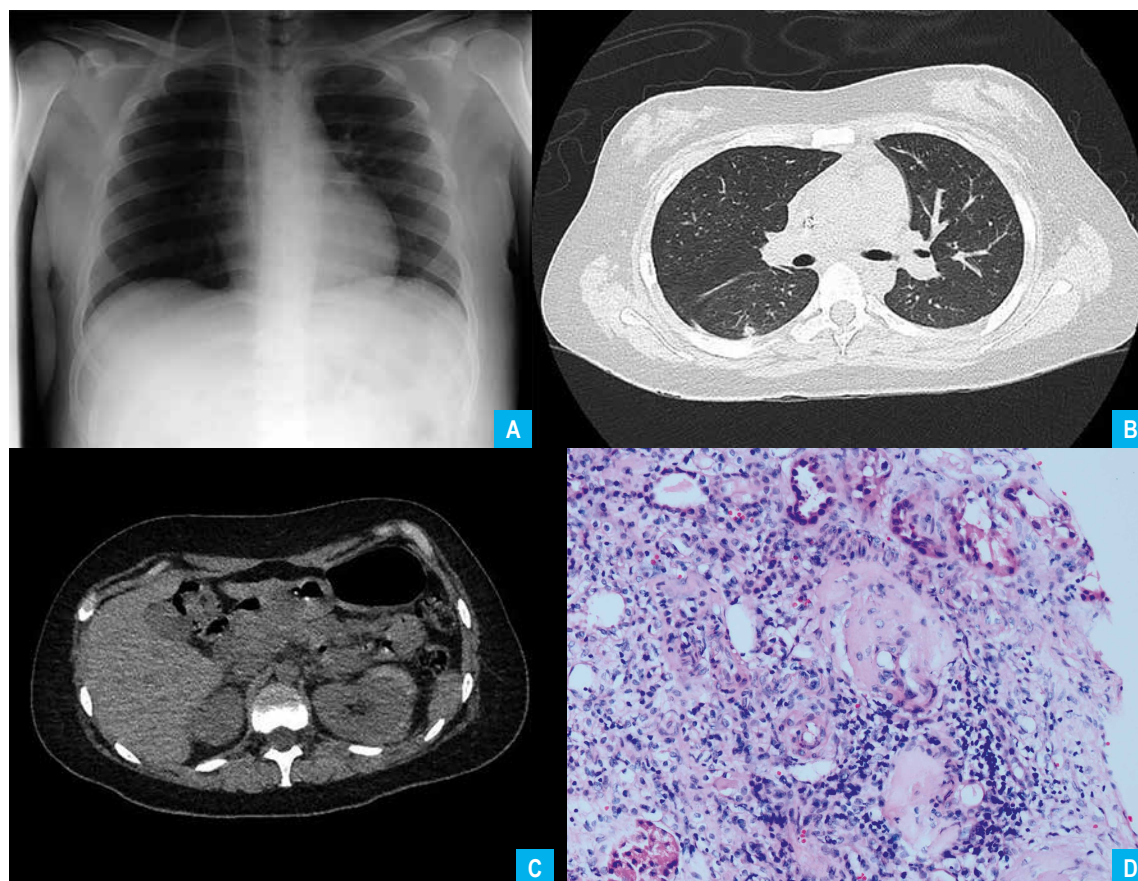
Estudios imagenológicos y anatomopatológicos. (A) Estudio radiológico tórax: sin hallazgos radiológicos evidentes. (B) Tomografía de tórax: no signos de enfermedad pulmonar intersticial difusa, retracción subpleural posterior en segmento VI de pulmón derecho secuelar. (C) Tomografía renal: signos de nefropatía crónica. (D) Biopsia R)renal: Glomeruloesclerosis global con atrofia y esclerosis túbulo-intersticial moderada a severa.
